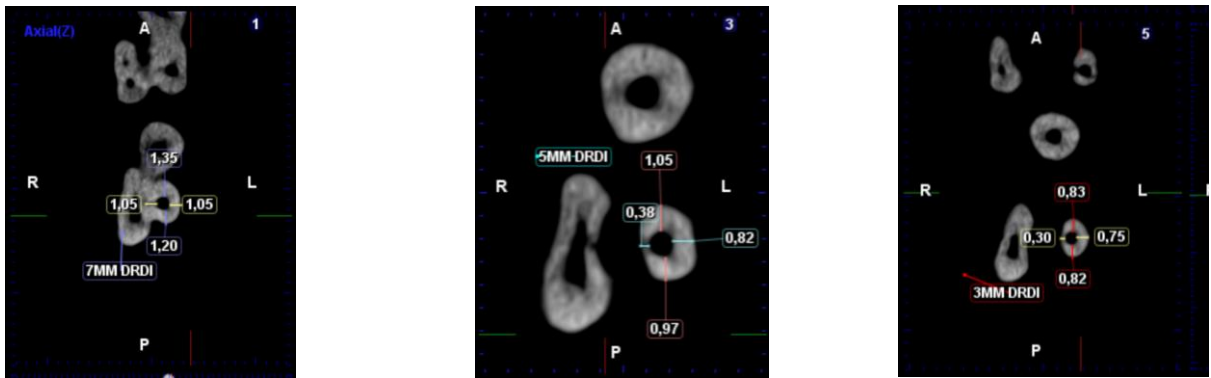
Tomografía Postinstrumentación 7, 5 y 3 mm respectivamente Grupo Manual
